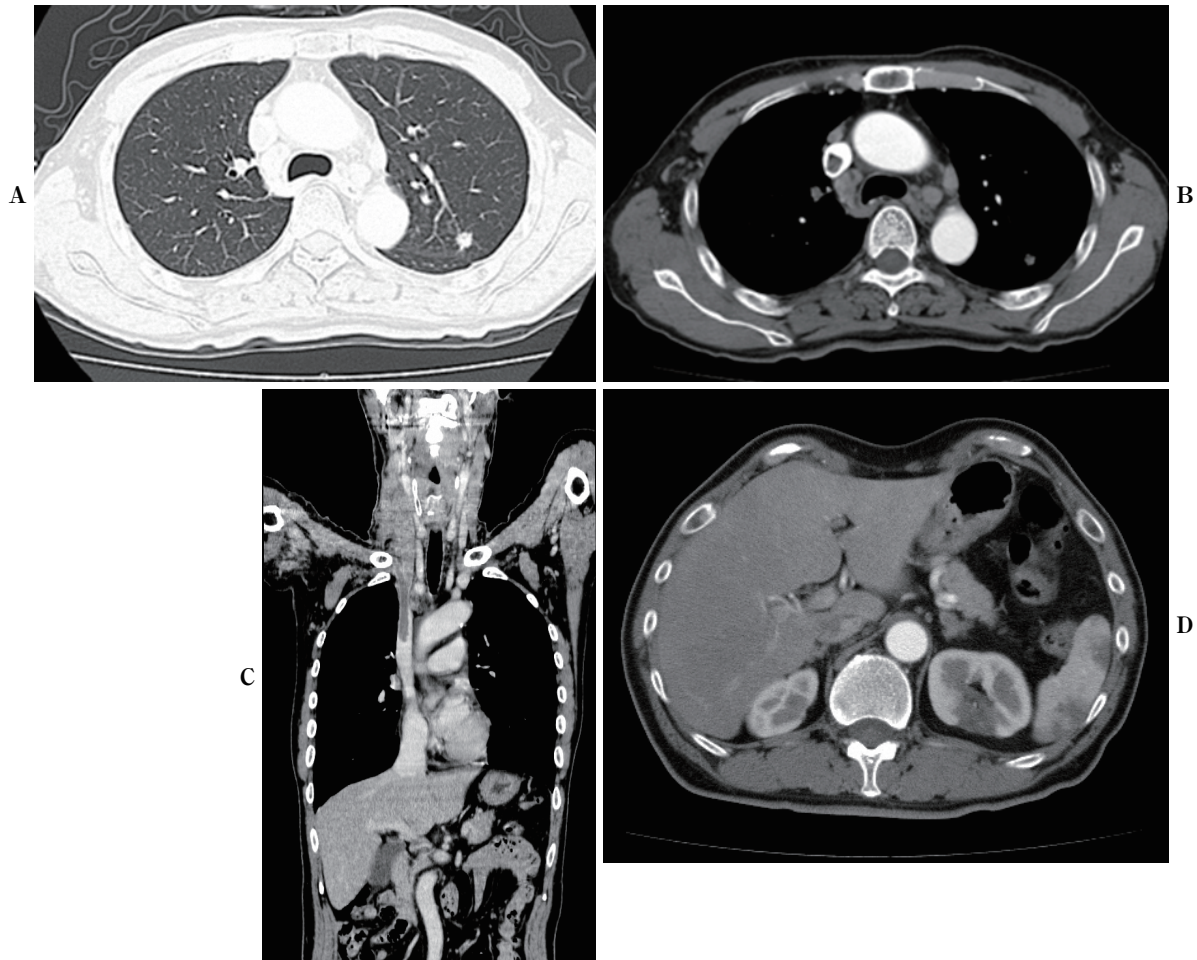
(A) Chest CT. A tumor nodule 10 mm in diameter was shown at the left upper lobe. (B) Contrast-enhanced chest CT. Swollen mediastinum lymph nodes. Thrombus of the superior vena cava was shown. (C) Contrast-enhanced CT, sagittal view. Thrombus from the superior vena cava to the right internal carotid vein and right subclavian vein thrombus were shown. (D) Contrast-enhanced chest CT. Splenic infarction and left renal infarction were shown.
